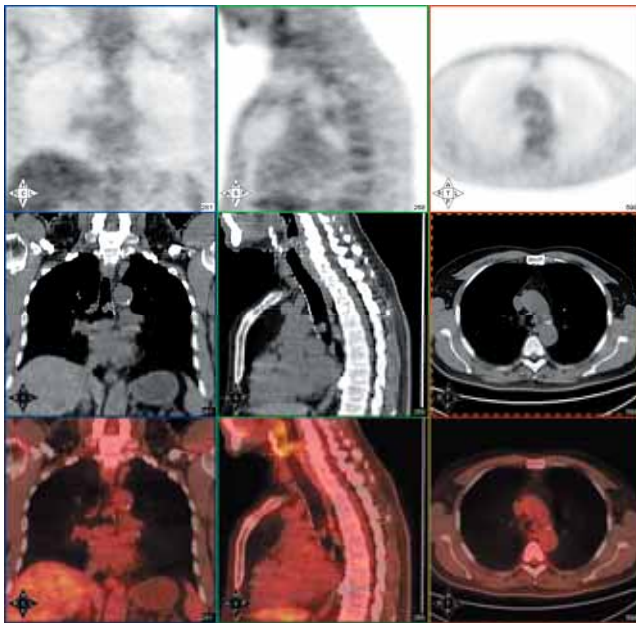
La imagen PET no muestra un incremento de la actividad metabólica de características patológicas en la región traqueal inferior correspondiente con la lesión observada en el TC.
